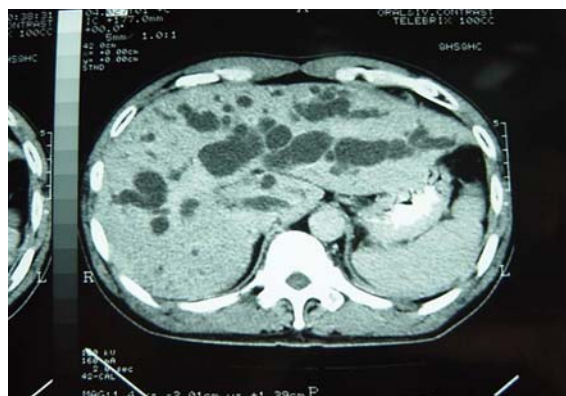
CT scan of liver showed marked dilated bilateral intrahepatic bile duct with cirrhosis in the first patient.
